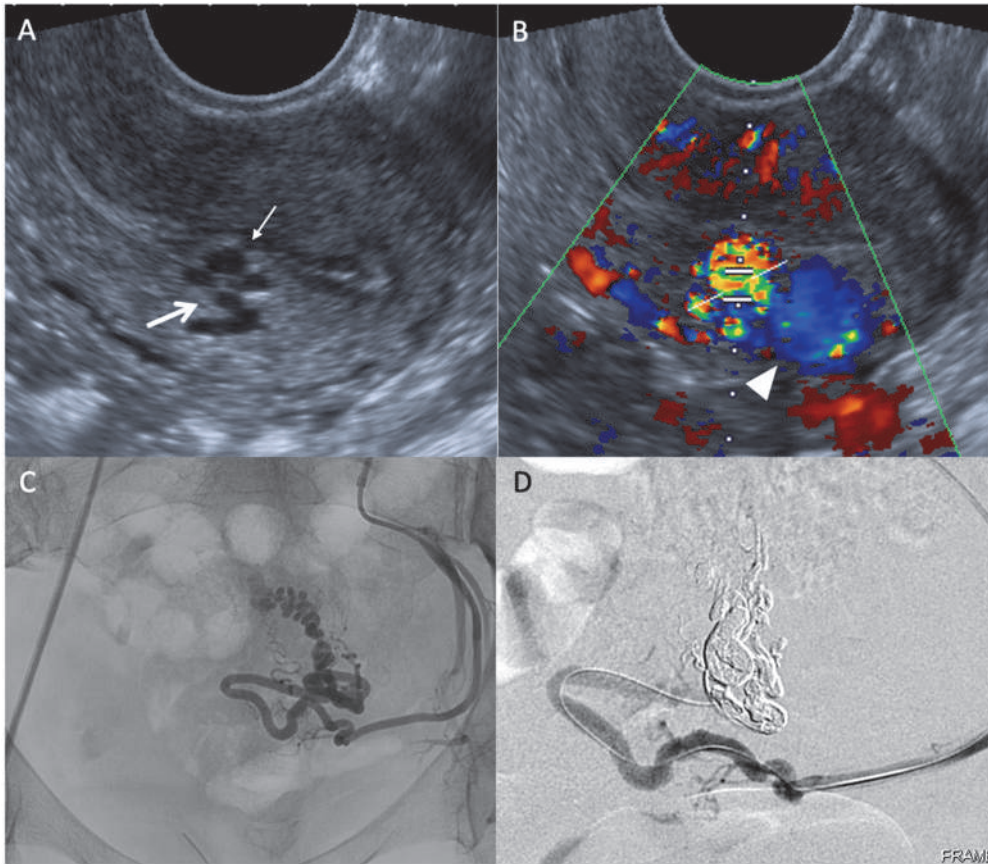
patiente de 37 ans (G3 P1) à 2ans d'une fausse couche. A et B – coupe longitudinal en échographie avec doppler trans-vaginale montrant un vaisseau tortueux et dilaté (flèche, tête de flèche) au sein du myomètre, associé à un endomètre fin et refoulé (flèche fine). C – série angioscopique de l'artère utérine gauche retrouvant cette artère dilatée alimentant un nidus. D – contrôle satisfaisant après embolisation à l'Onyx®.
